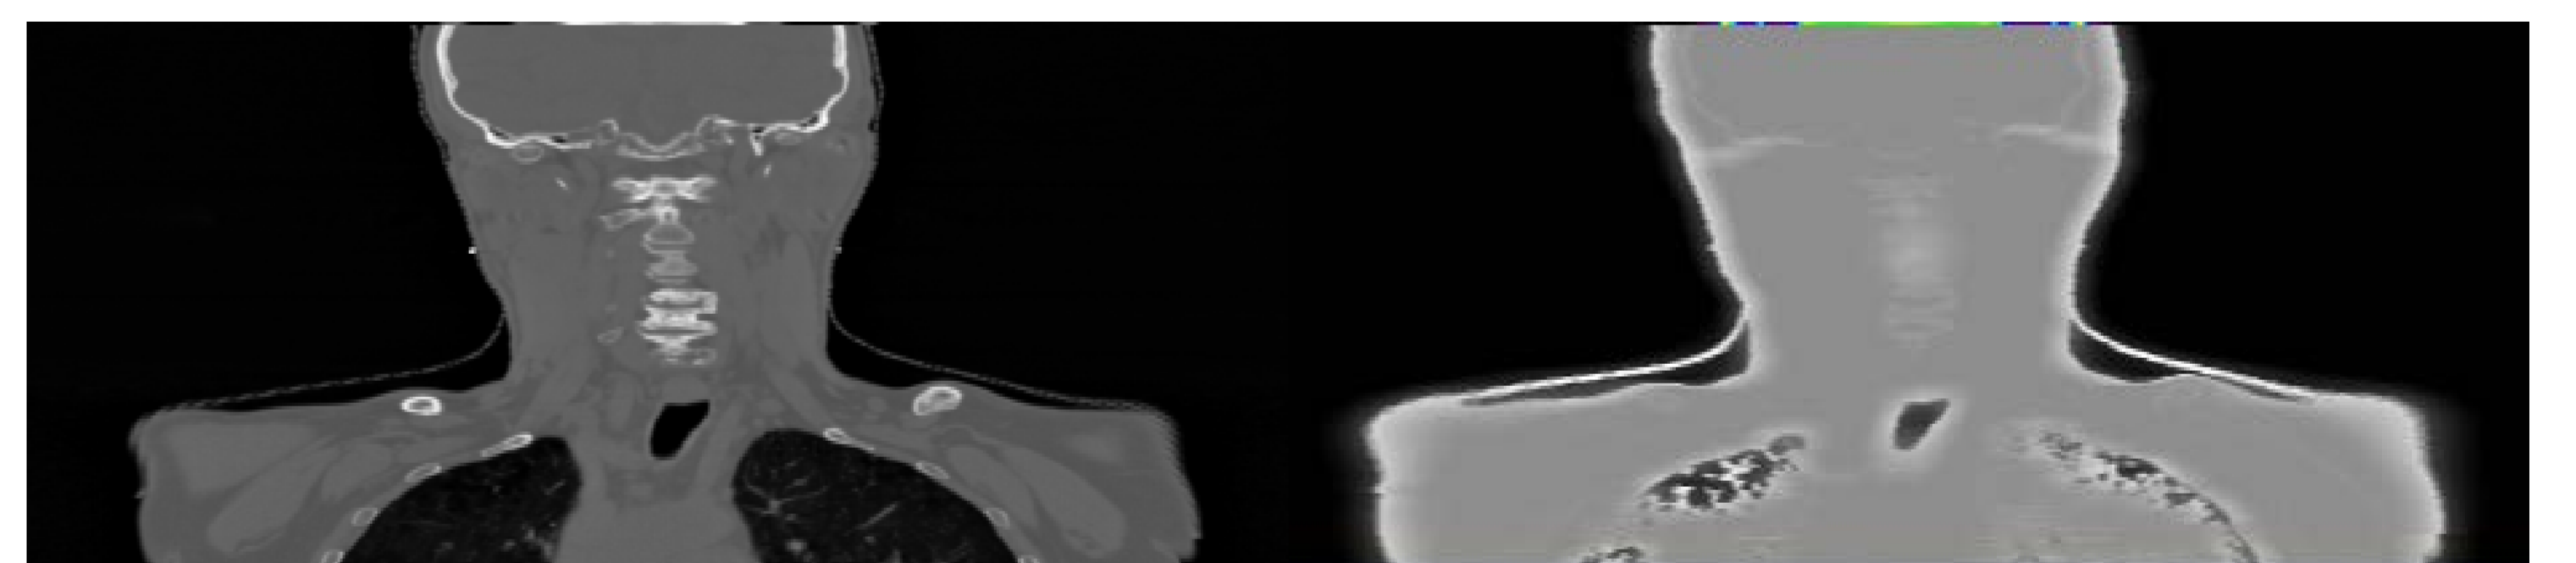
Unsicherheitsmodell für der Patienten: Original CT und CT gefüllt mit den Unsicherheitsfaktoren.
